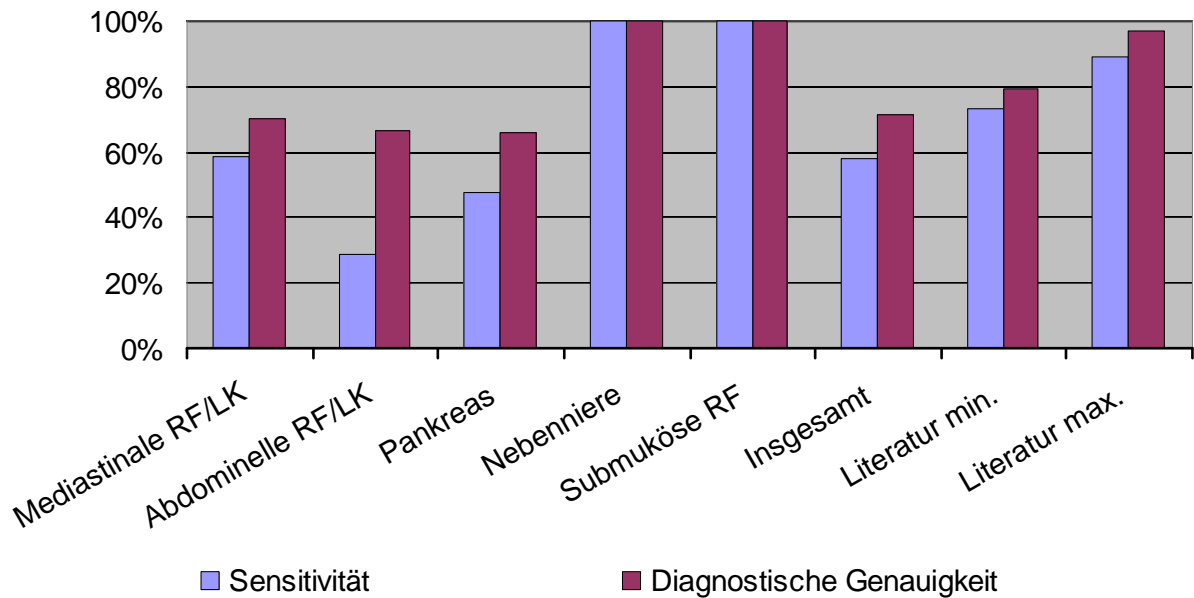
Sensitivität und diagnostische Genauigkeit der endosonographischen Punktion in dieser Arbeit und der Literatur in % (Werte für die Literatur aus [12] und [18]).
